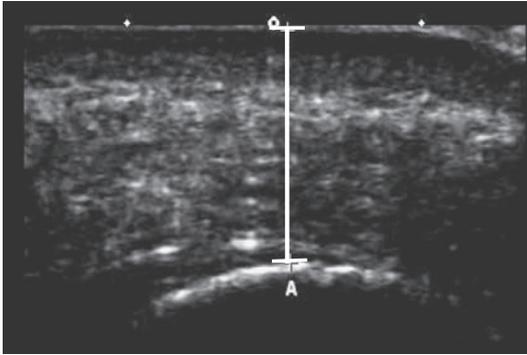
超音波による踵部 fat pad の厚さの測定
